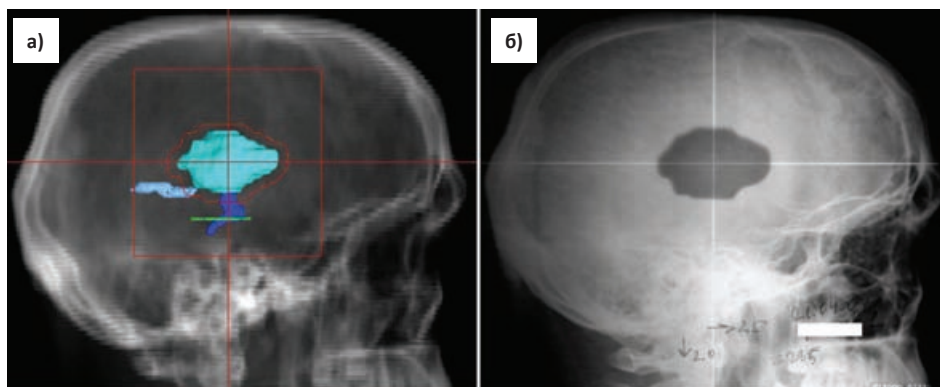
Верификация плана протонного облучения: (а) – цифровая рентгенограмма черепа с направления облучения с проекцией мишени, критических структур и апертуры коллиматора; (б) – рентгеновский снимок черепа непосредственно перед облучением с одновременной засветкой протонным пучком низкой интенсивности. Положение пучка относительно костных структур-ориентиров и его форма точно соответствуют плану облучения
